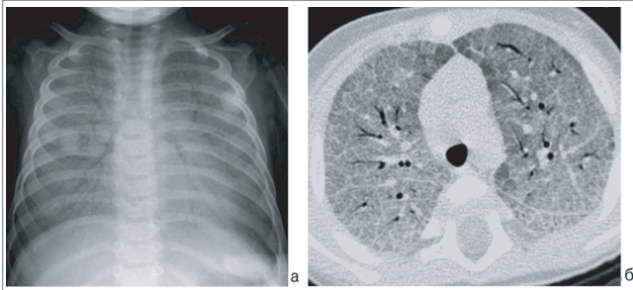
КТ ОГК: сочетание «матового стекла» и утолщения междольковых перегородок, симптом «булыжная мостовая» — признак легочного протеиноза
